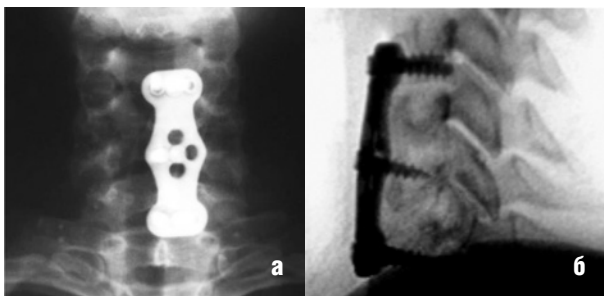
Рентгенограммы шейного отдела позвоночника после операции: а – в прямой проекции, б – в боковой проекции. Выявлено оптимальное стояние трансплантата и наkostной пластины. Отмечается консолидация трансплантата с телами С4 и С7
